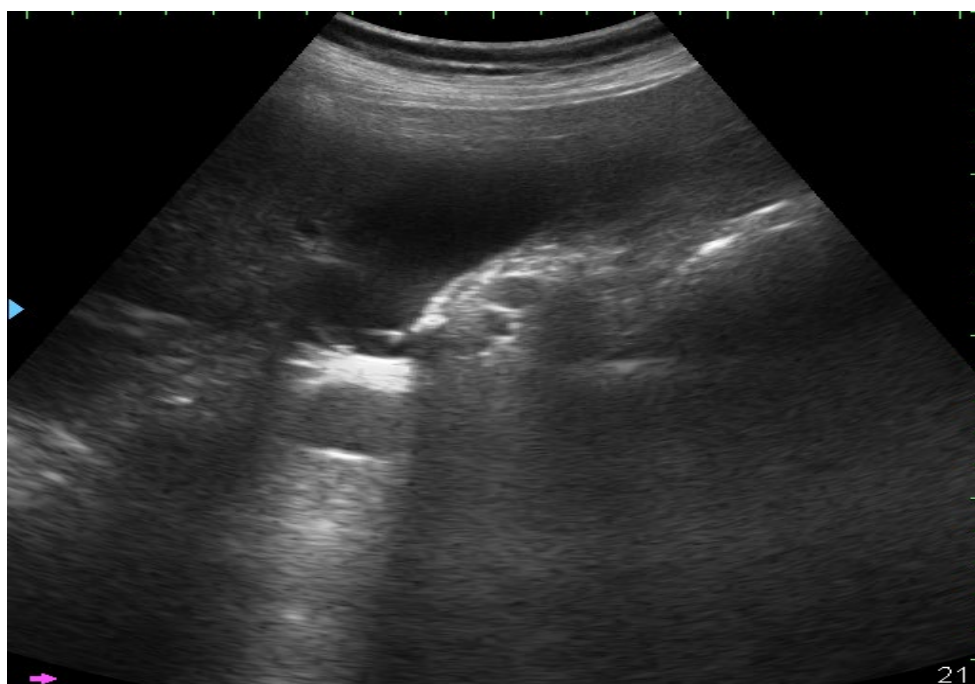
УЗИ. Острый флегмонозный холецистит
